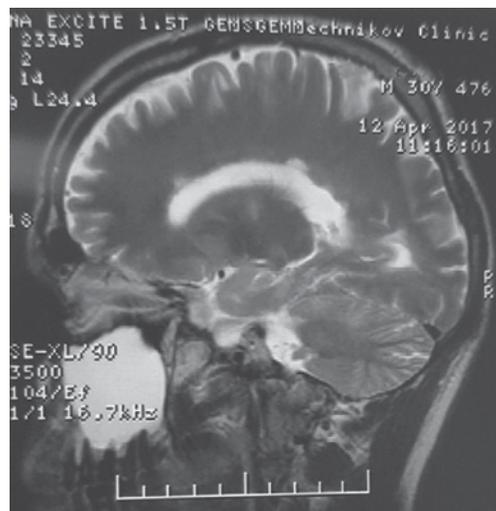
МРТ T1 ВИ больного З. Перивентрикулярная демиелинизация с симптомом «пальцы Доусона», характерным для рассеянного склероза
